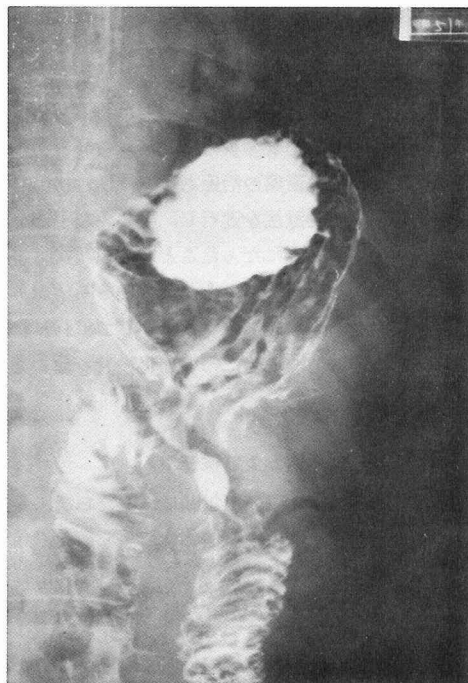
X-ray picture of a postoperative recurring ulcer. An ulcer can be observed at the efferent loop of the anastomosis.
